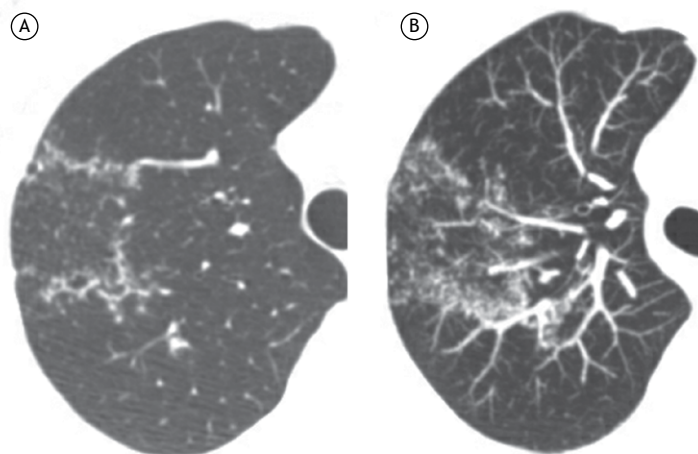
Em A, TC axial do lobo superior direito mostrando um sinal do halo invertido com paredes nodulares e nódulos no interior do halo. Em B, imagem axial reformatada (projeção de intensidade máxima) mostrando os nódulos mais claramente.
